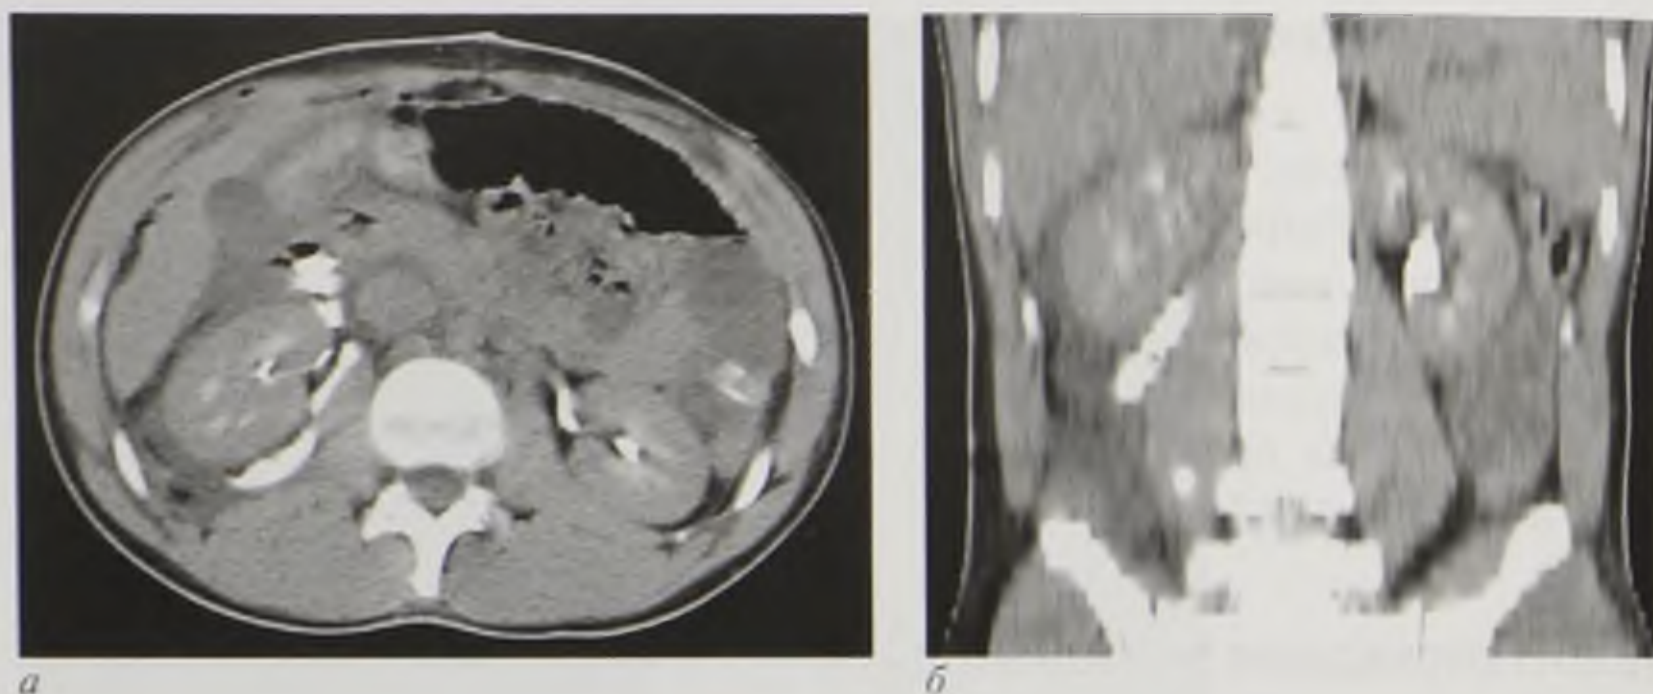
Компьютерные томограммы с контрастным усилением в аксиальной (*a*) и фронтальной (*б*) плоскостях. Разрыв проксимальной трети правого мочеточника. Растекание контрастного препарата в забрюшинное пространство
